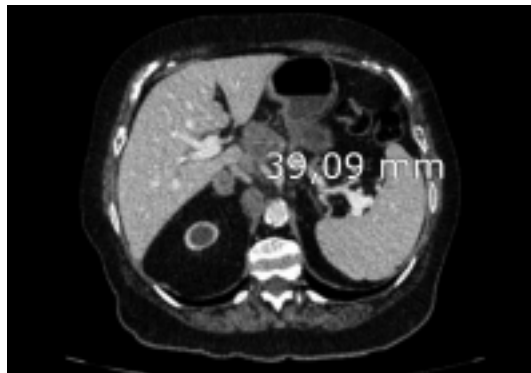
Imagen de TAC abdominal donde se observa adyacente al cuello del páncreas una lesión de morfología polilobulada e hipodensa, que mide aproximadamente 3.9x3.5x3.7cm.
